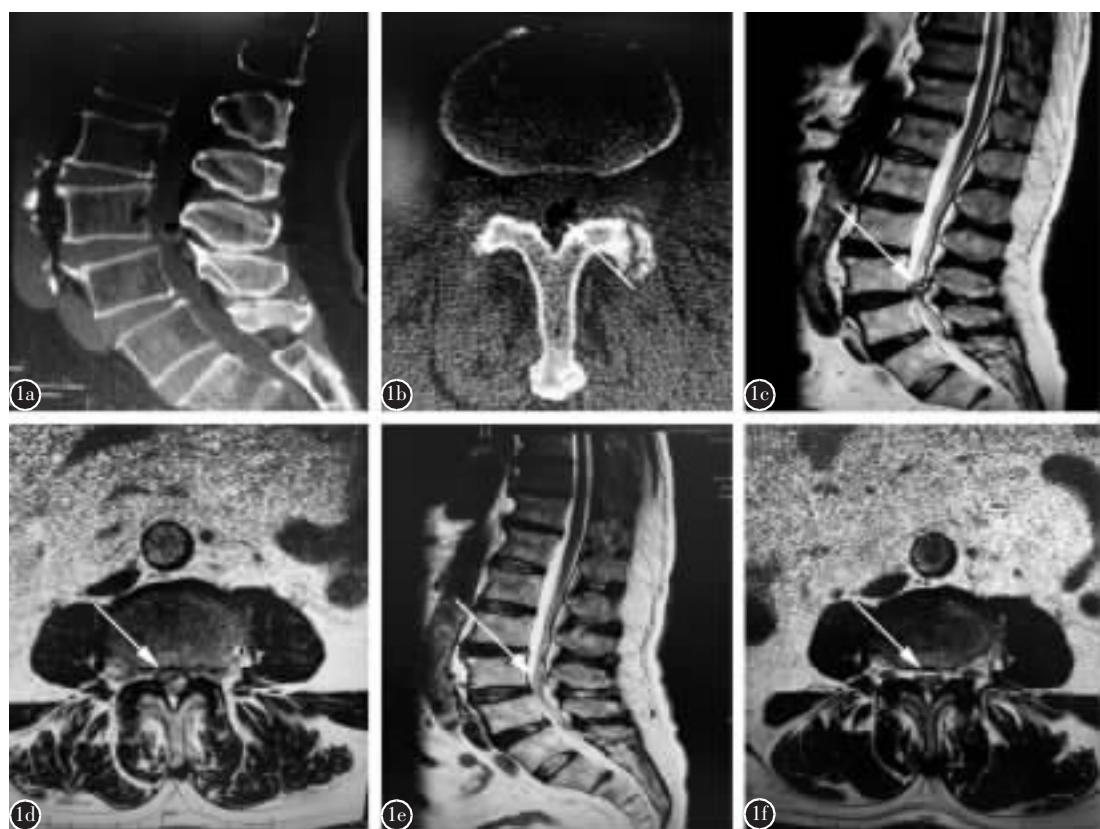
患者男,75岁,L3~4腰椎关节突囊肿 a、b CT可见囊肿内含有气体 c、d MRI可见囊肿位于L3/4节段 e、f 术后复查MRI可见囊肿已被完整切除
